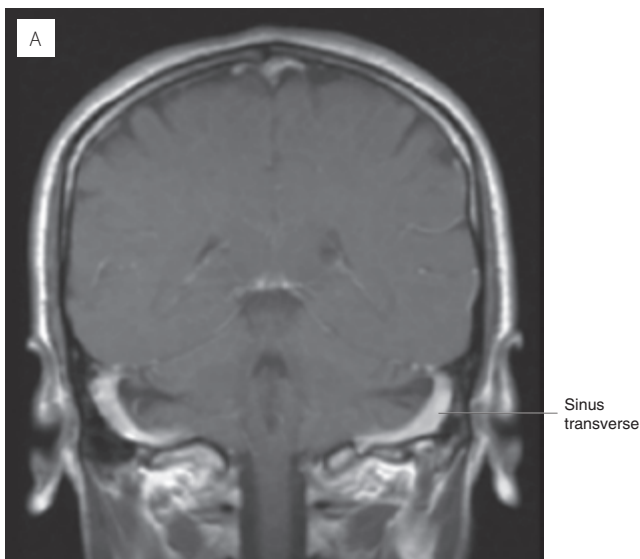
IRM avec rehaussement de contraste en pondération T1. (A) coupe frontale, (B) coupe transversale. Sinus transverse et sigmoïde.
